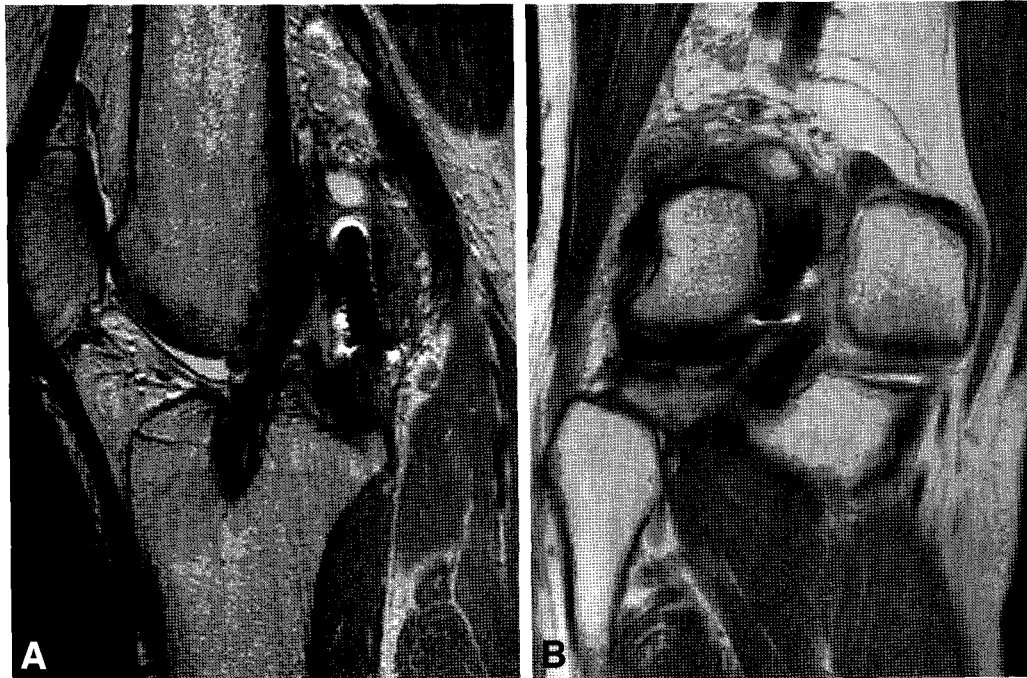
(A-B) Sagittal and coronal MRI findings demonstrate a homogeneously low signal intensity of the reconstructed and well-maintained ACL. The femoral interference screw was lying at the posterior aspect of the ACL around the posterior septum.
